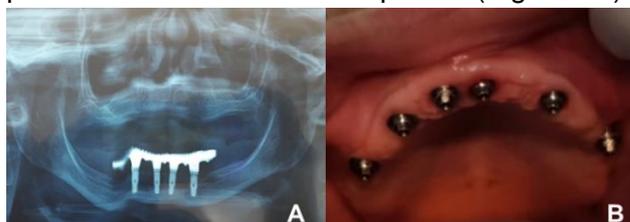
A: Radiografía inicial. B: Aspecto clínico de los implantes con minipilares.
